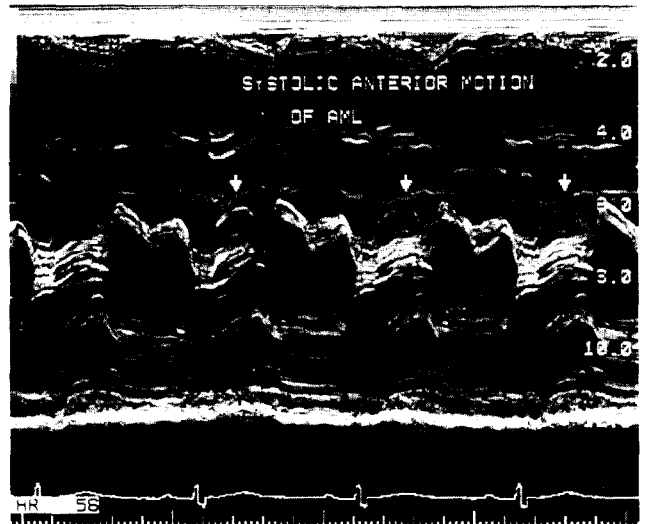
(Case 3) Echocardiogram recorded at the level of the mitral valve shows the typical systolic anterior motion of anterior leaflet of the mitral valve.
